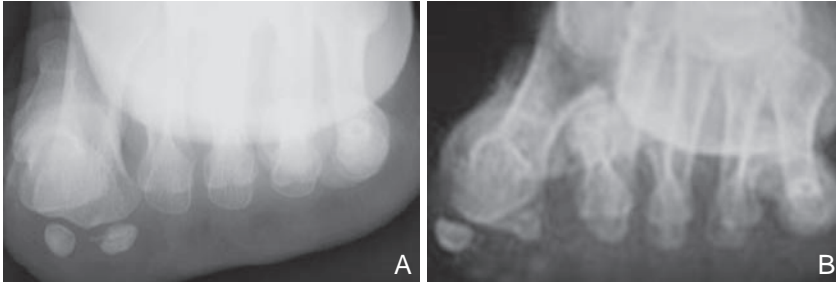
Radiographie axiale de sésamoïdes présentant : une fracture (A) ; une luxation (B).
